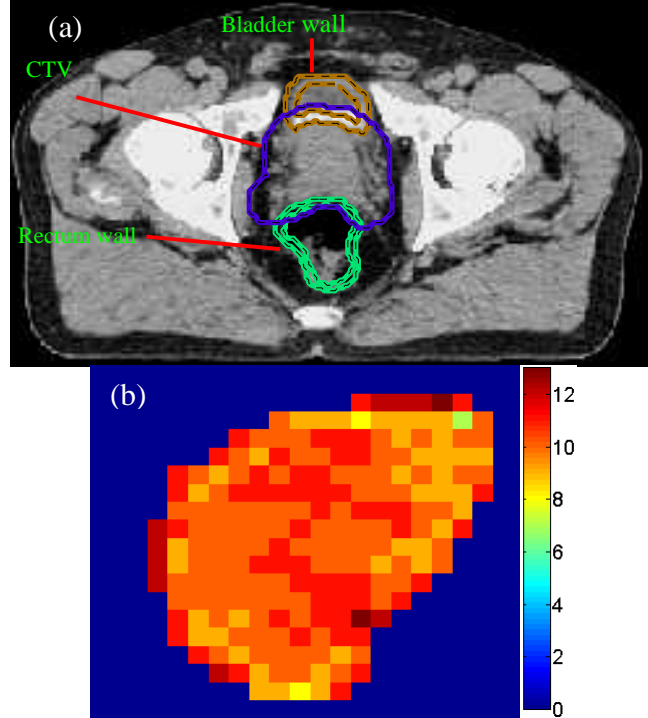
CT scans and fluence map. (a) The position of CTV and normal tissues in one CT slice of a patient; (b) the nominal static fluence map used in this case.
